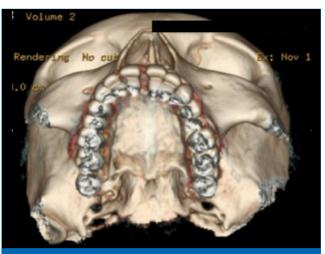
Imagem em TAC com reconstrução em três dimensões onde se comprova a resseção dos PEs alongados.
